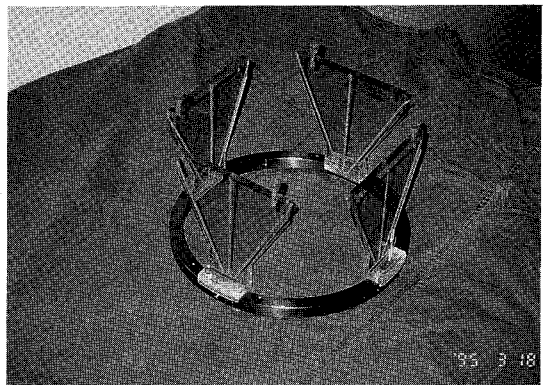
Head ring과 전산화단층촬영용 localizer.
